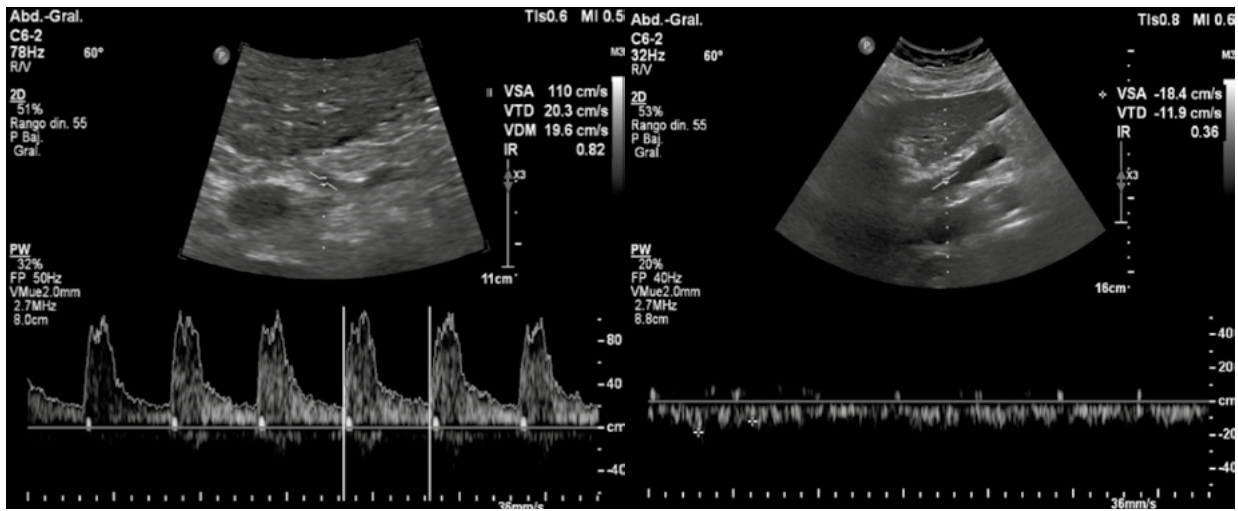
A la izquierda Doppler arterial hepático con presencia de aumento en IR (Índice de resistencia) signo indirecto de fibrosis. A la derecha Doppler venoso vena porta con flujo amortiguado con pérdida de la fisicidad con las maniobras de inspiración y expiración, con flujo hepatopeto, con velocidad pico sistólica: 18.4 cm/seg.
